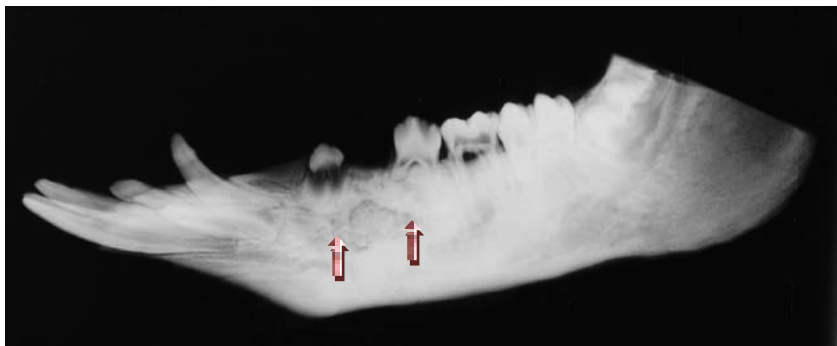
NanoBone®: Röntgenaufnahme 8 Monate p. i (Gruppe S)
